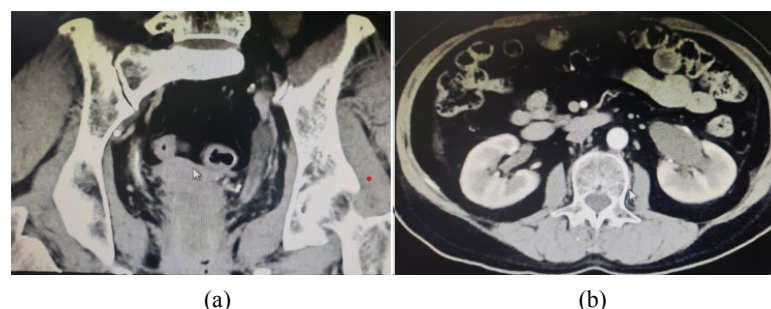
Pre-treatment contrast-enhanced CT of the kidney and ureter in ureteral amyloidosis shows, (a) Abnormal wall thickening of the lower left ureter with mild enhancement was observed, (b) Left hydronephrosis was present
